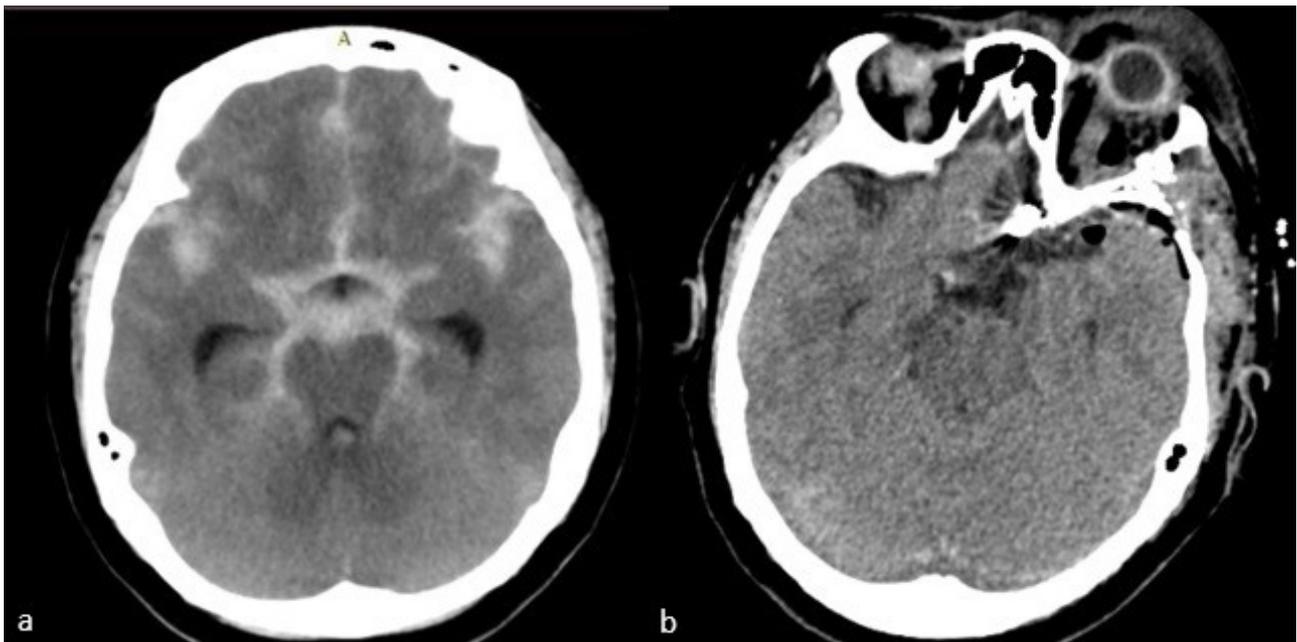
Tomografía cerebral pre y post operatoria. (a) hiperdensidad a nivel de cisterna silviana, carotídea, interhemisférica y perimesencefálica bilateral; presencia de cuernos frontales bilaterales, asociado a edema difuso. (b) Imagen postoperatoria. Hiperdensidad a nivel del complejo comunicante anterior en relación a clipaje realizado.
